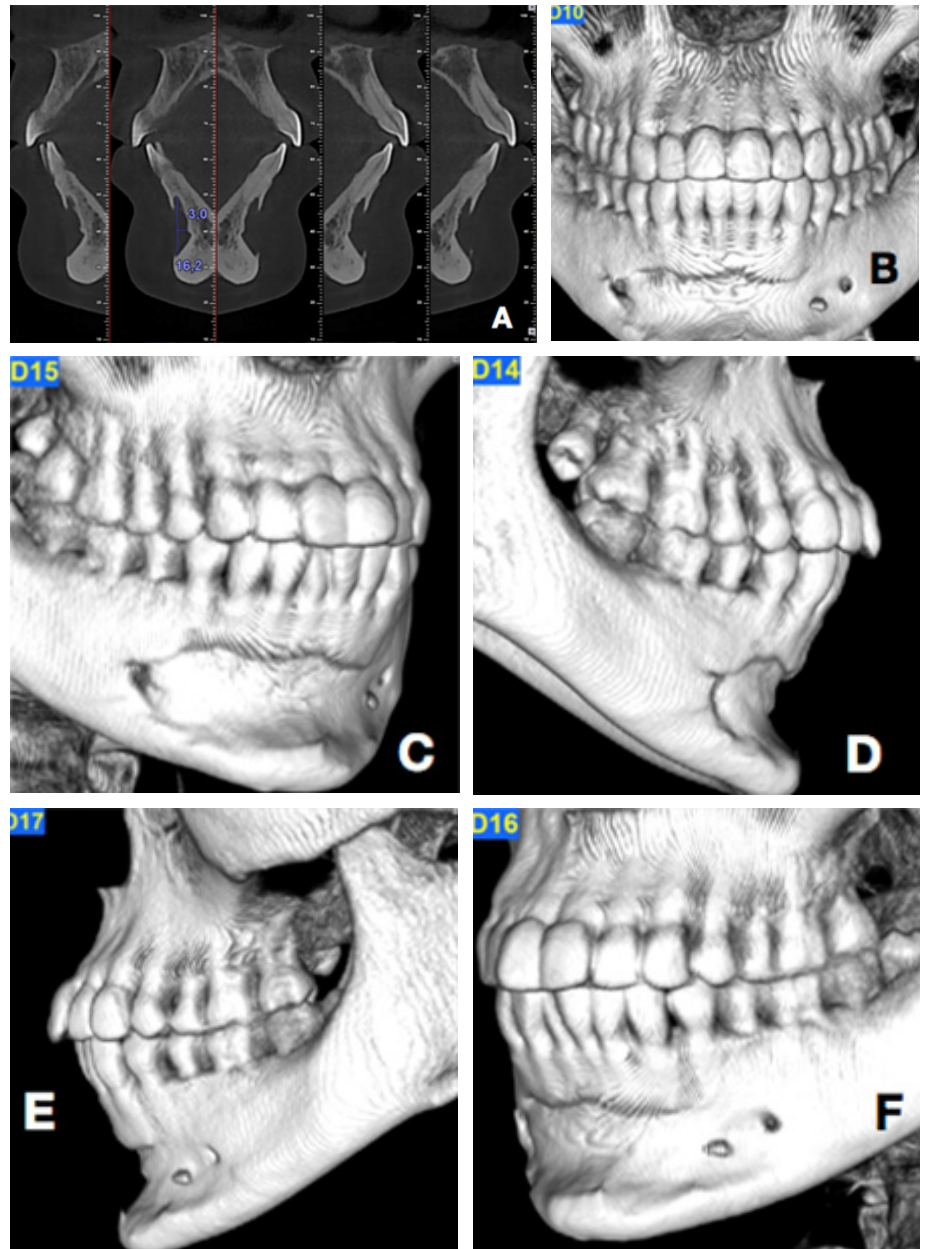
A. Análisis Radiológico. Tomografía Computarizada de Haz de Cono; cortes axiales en zona de incisivos centrales inferiores. B. Análisis Radiológico. Tomografía Computarizada de Haz de Cono; Reconstrucción volumétrica vista de frente. C. Análisis Radiológico. Tomografía Computarizada de Haz de Cono; Reconstrucción volumétrica vista de lado derecho angulado. D. Análisis Radiológico. Tomografía Computarizada de Haz de Cono; Reconstrucción volumétrica vista de lado derecho recto. E. Análisis Radiológico. Tomografía Computarizada de Haz de Cono; Reconstrucción volumétrica vista de lado izquierdo recto. F. Análisis Radiológico. Tomografía Computarizada de Haz de Cono; Reconstrucción volumétrica vista de lado izquierdo angulado.
